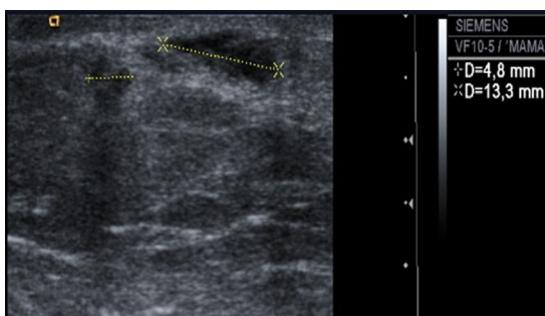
Ecografía mamaria: imagen hipoecólica de características inespecíficas.
